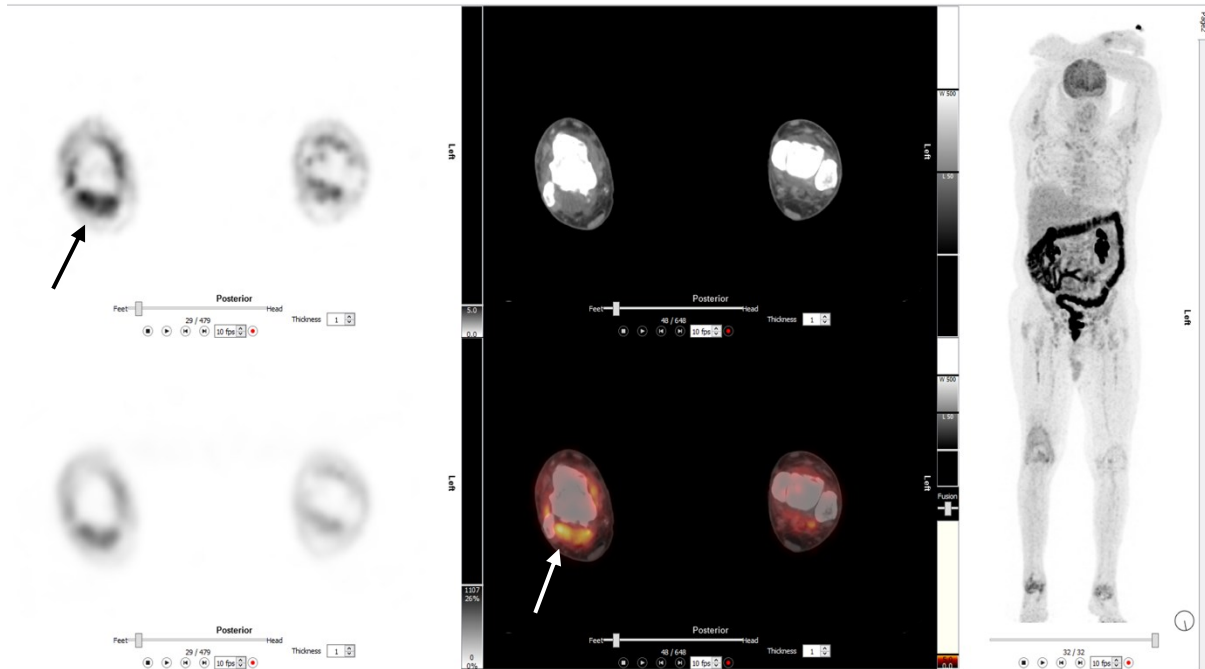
Ein 63-jähriger Mann mit neu aufgetretenen Schmerzen in beiden Knie- und oberen Sprunggelenken sowie chronischen Rückenschmerzen. FDG-PET-CT (A: PET, oben mit Schwächungskorrektur; B: CT oben, Fusionsbild unten; C: MIP) zeigt eine deutliche FDG-Anreicherung im rechten Knie und in beiden oberen Sprunggelenken (Pfeile). Laboruntersuchungen bestätigten einen akuten Gichtanfall, der mit Prednisolon und Colchicin erfolgreich behandelt wurde. Diagnose: Akuter Gichtanfall.
